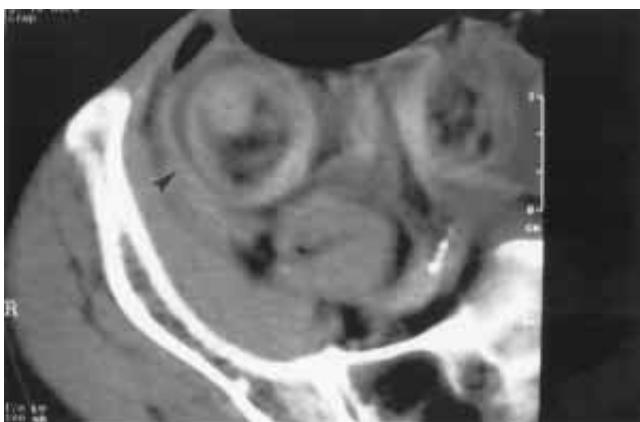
Tomografía computarizada de abdomen donde se evidencia lesión en diana compatible con el diagnóstico de Invaginación intestinal (flecha).
